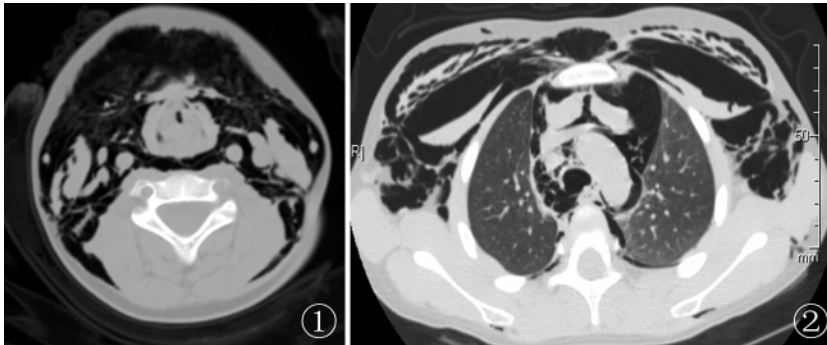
颈部 CT 平扫显示颈部皮下及肌间隙大量积气 图 2 胸部 CT 肺窗显示皮下、肌间隙及纵隔大量积气, 气管后壁偏右侧后壁不完整, 考虑气管后壁撕裂
